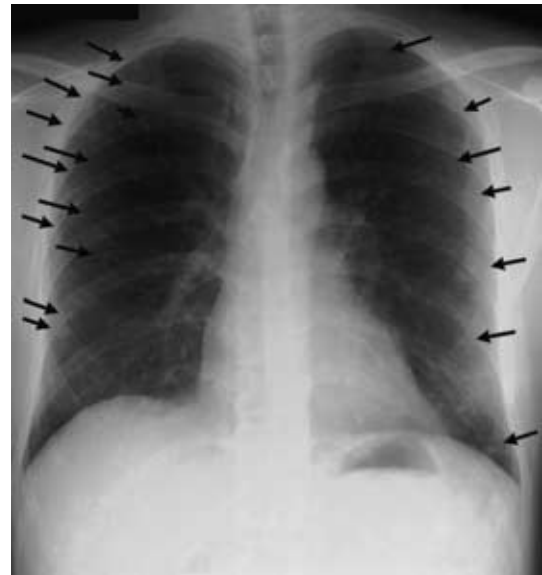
Chest radiograph, six years after the first medical examination, showing multiple small nodular shadows which had enlarged slightly (arrows)
